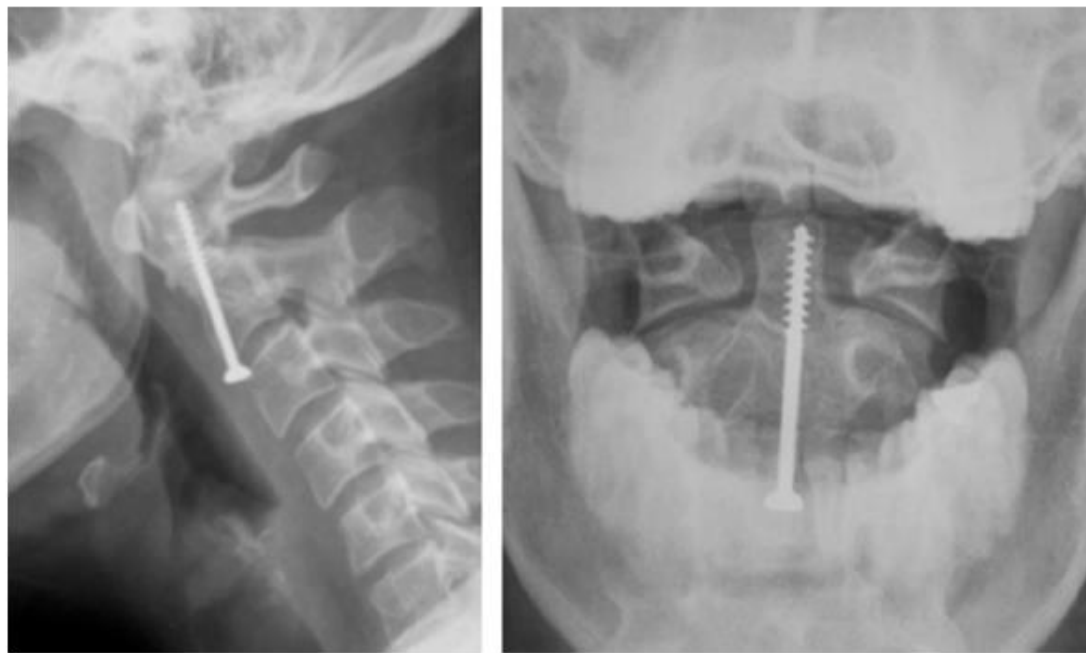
Radiographies d'un vissage antérieur de l'odontoïde.
